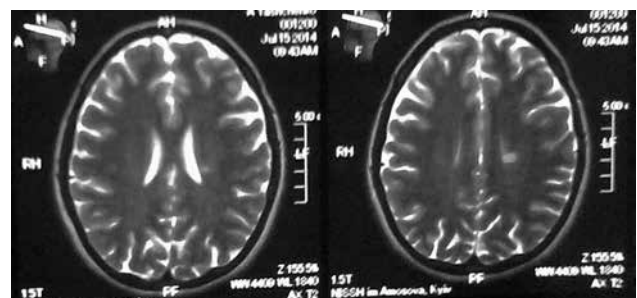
МРТ ГМ хворої Я. через 6 міс після лікування
